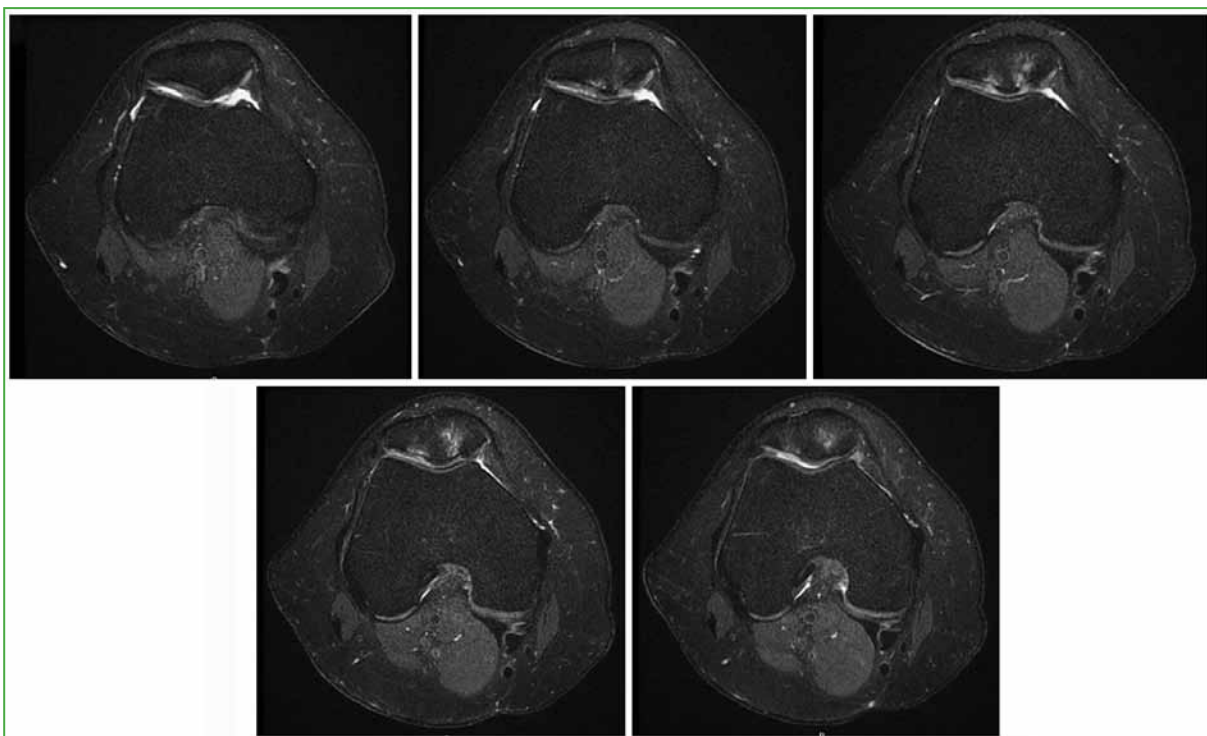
Resonancia magn tica de rodilla. Se observa una lesi n condral de r tula grado III-IV.
